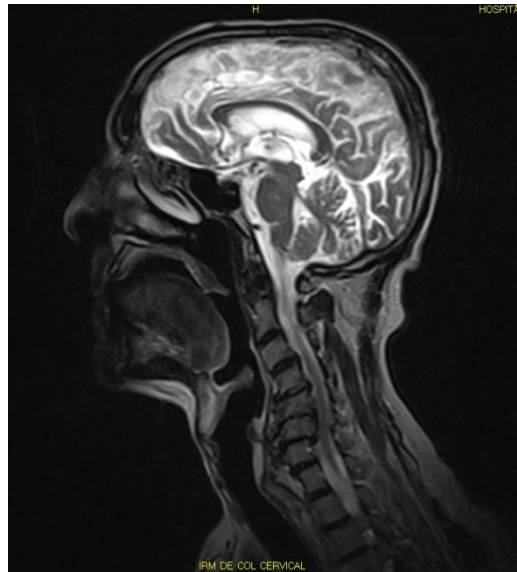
Resonancia magnética de cráneo y columna cervical donde se observan complejos disco-osteofitos desde C3- C7, con compresión y supresión de la columna líquida, edema óseo en C6 y C7, además de compresión anterior del saco dural, con estenosis del canal
